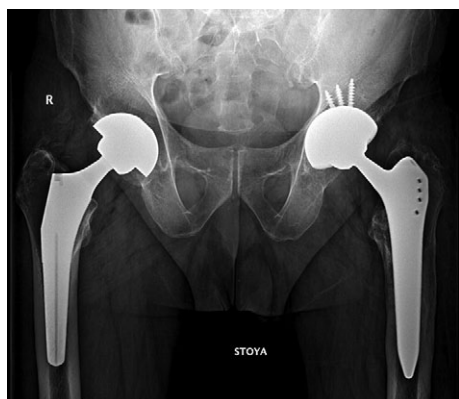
Обзорная рентгенограмма таза в переднезадней проекции через 3 мес. после операции. Справа — тазобедренный сустав, замещенный бесцементным эндопротезом (2019); слева — тазобедренный сустав, замещенный при ревизионной операции
